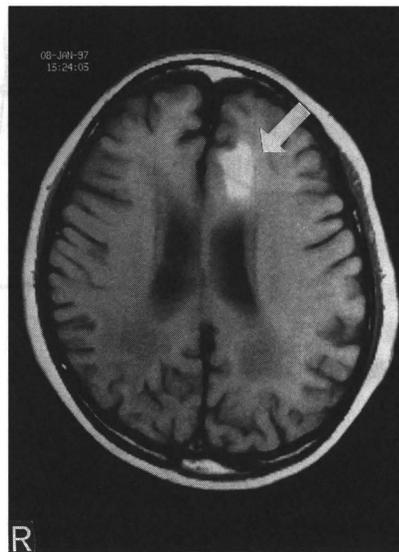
1997年1月8日頭部MRI:T1強調像右
